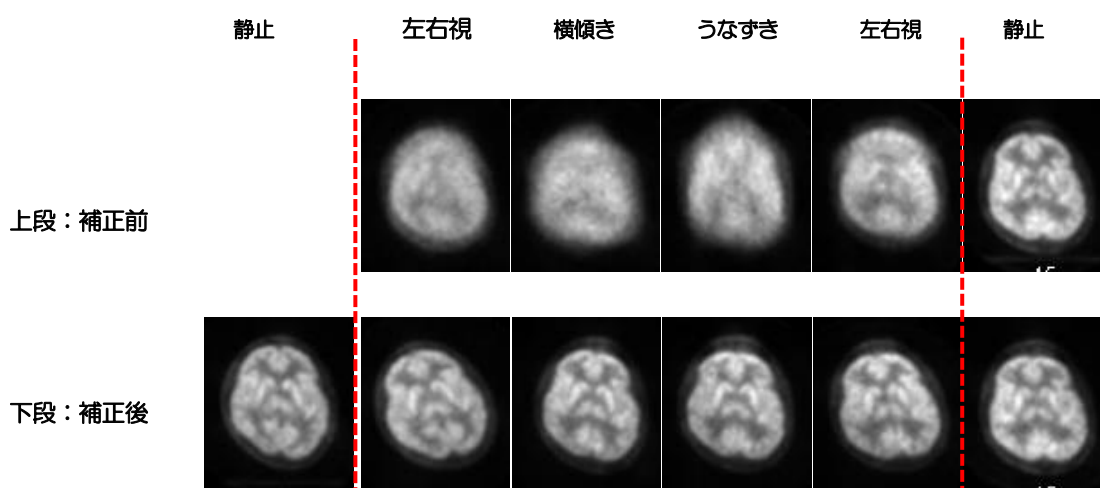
健常ボランティアによる PET 再構成画像補正精度確認
